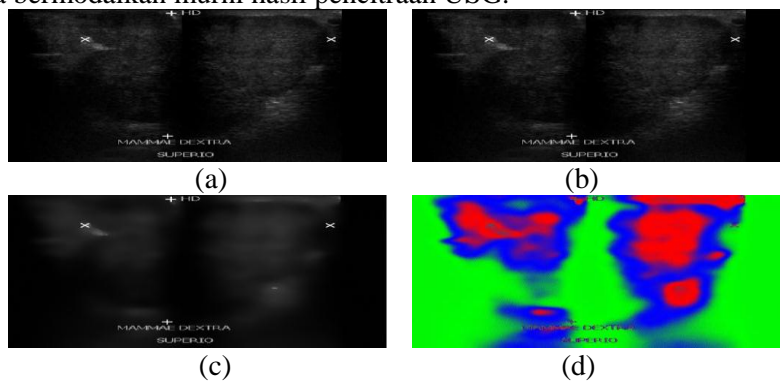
Pencitraan USG IDC (*Invasive Ductal Carcinoma*); (a) Citra Asli, (b) Hasil *Grayscale*, (c) Hasil *Filter*, dan (d) Hasil Segmentasi
